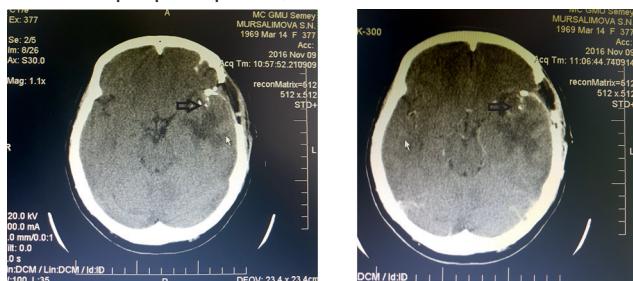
КТ головного мозга после операции. Остаточный объем опухоли и гемостатическая губка указаны черной стрелкой.
